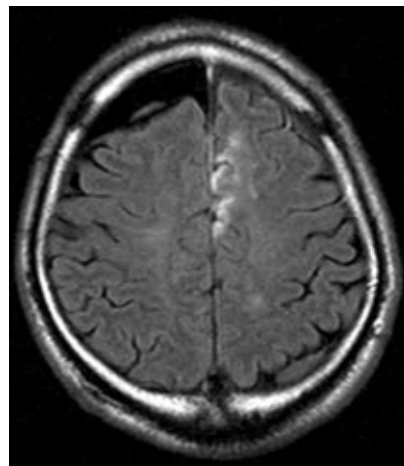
Postoperative magnetic resonance (MR) images.
